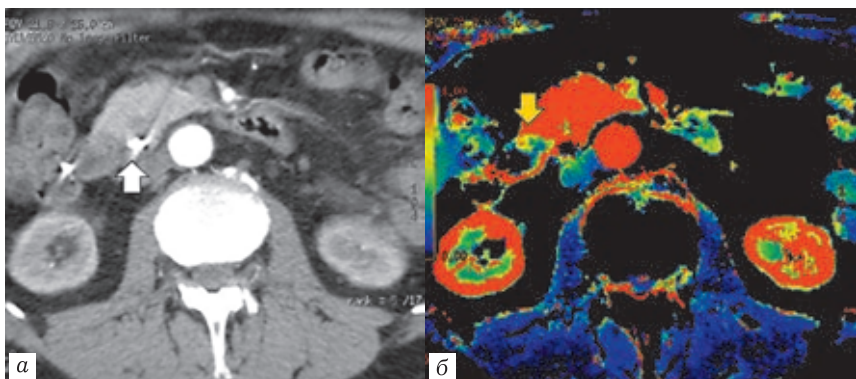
Перфузионные компьютерные томограммы: *а* — аксиальная проекция. Структура головки ПЖ однородная, опухоль в головке и периампулярной зоне четко не видна, артефакты от эндопротеза, установленного в просвете гепатохоледоха (стрелка); *б* — цветная параметрическая карта скорости кровотока (BF). Головка характеризуется равномерным красным окрашиванием, в области большого дуоденального соска определяется гиповаскулярная опухоль небольших размеров синего цвета
